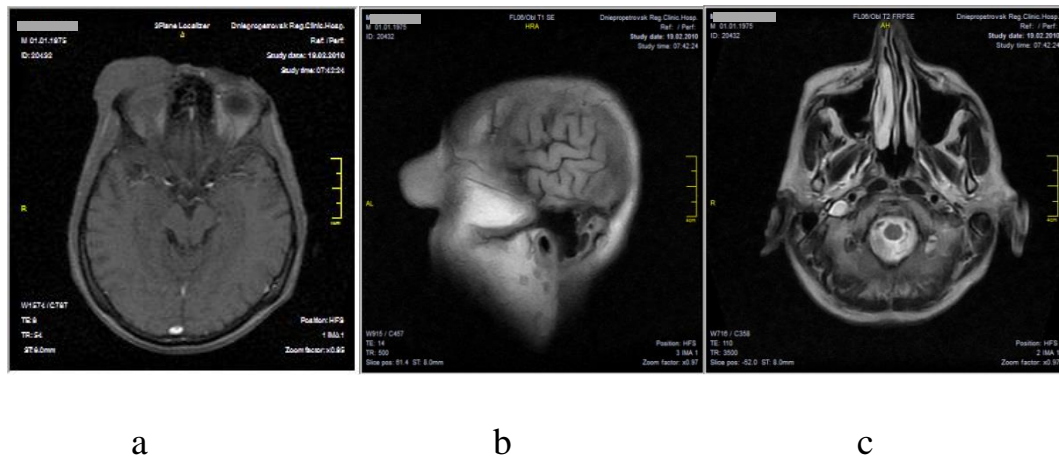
8 – Томограма головного мозку пацієнта М., 34 роки, на початку АРТ. Пухлина переорбітальної м'якої тканини правої очниці в аксіальній (а), сагітальній (b) і базальній проекціях (с)
